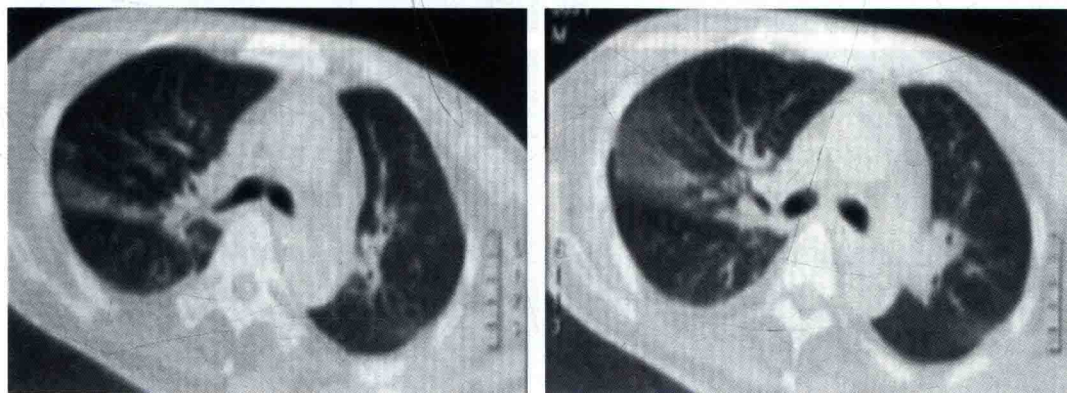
2012 年 8 月 8 日肺 CT（更换气管切开管前）：右肺炎症？双肺间质性改变
